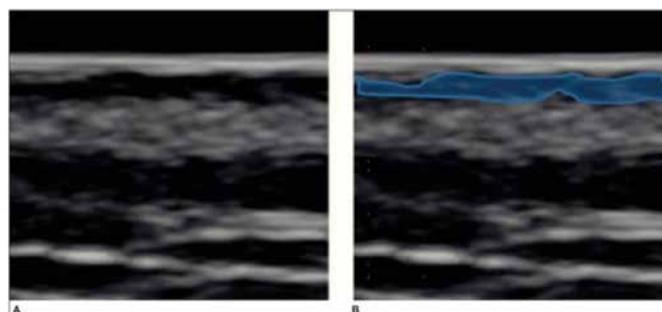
A e B são a mesma ecografia. Temos colorido em azul a banda de baixa ecogenicidade subepidérmica (SLEB)⁷.
